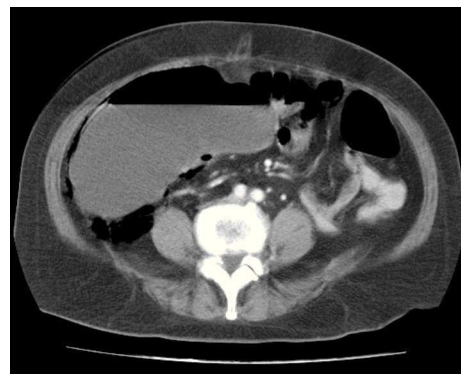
TAC de abdomen con dilatación cecal y neumatosis intestinal.
